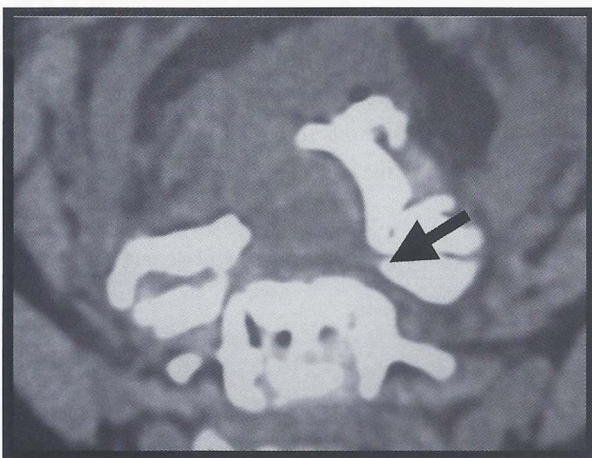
TC em corte axial, mostrando a preservação da cortical interna(anterior) do lado esquerdo, permitindo fazer o mecanismo de dobradiça
